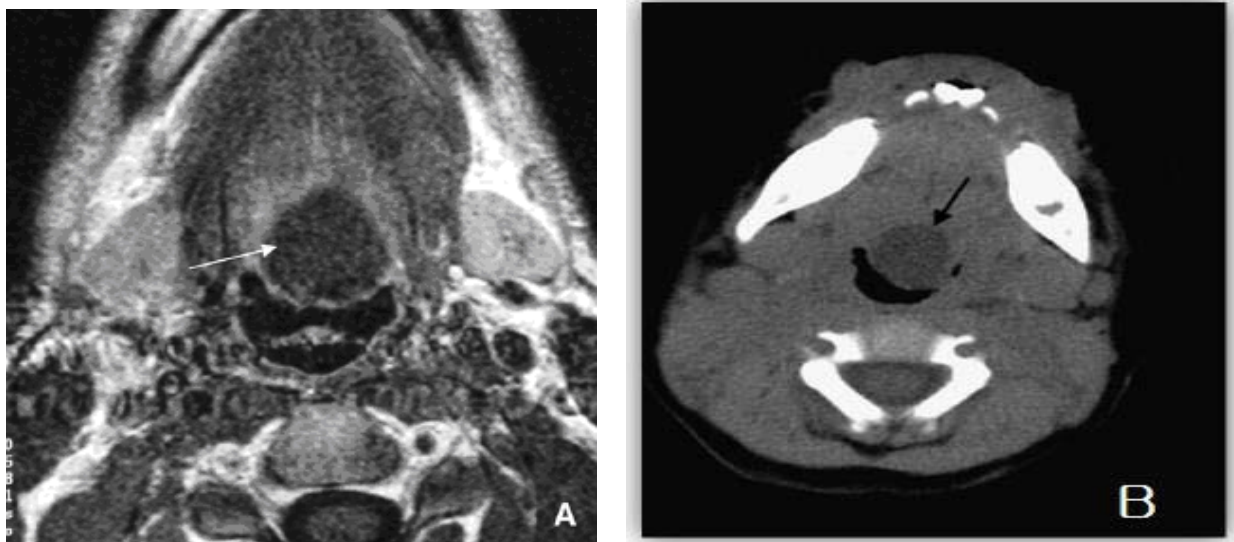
A. TDM Coupe axiale écho de spin T1 de la région basilinguale (flèche). B. TDM Coupe axiale montrant une image kystique arrondie de la région antérieure du cou chez un nourrisson de 12 mois [164].
